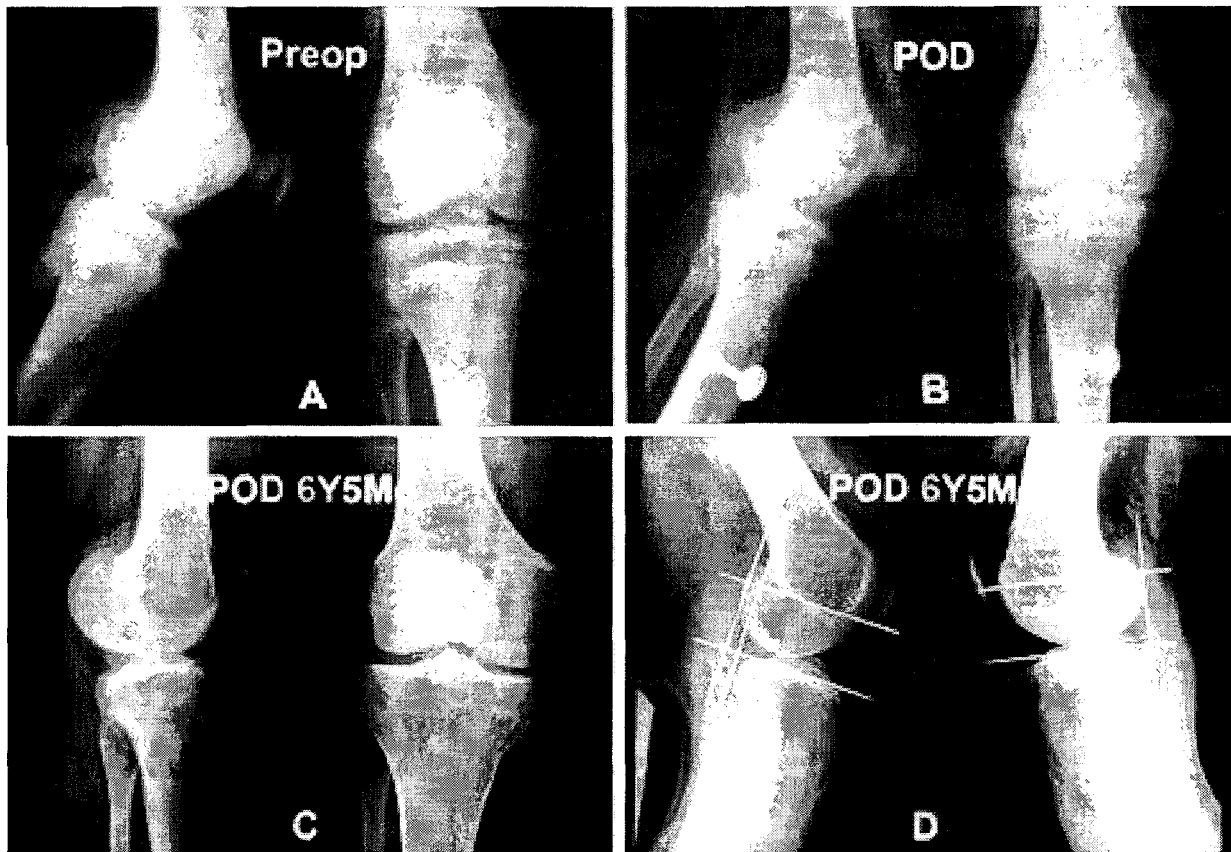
Radiograph of 14-year-old male who were injured by traffic accident 7 months ago treated by long leg cast at local clinic showed delayed union of type IV ACL avulsion fracture(A). Open reduction and pull-out suture with Ethibond was performed(B). Plain and Telos[®] stress radiograph at 6 year 5 months follow up shows 5mm of side to side difference(C, D) and Lachman test showed mild instability. Range of motion showed 10-140° and the result was good.
